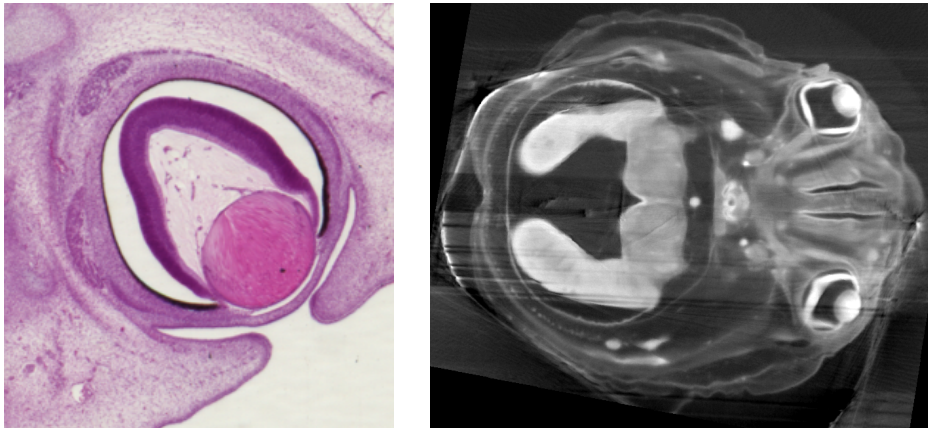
眼球を通る水平断面;組織切片(CS23) (A), 位相CT撮像画像(CS22)(B)
